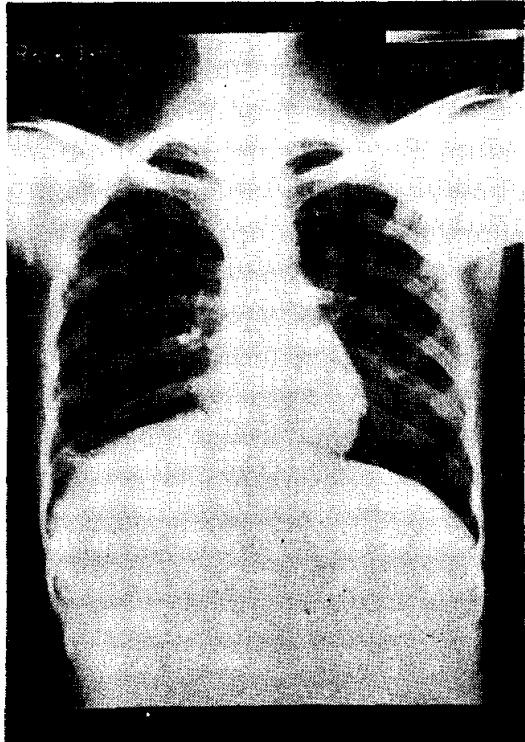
Post operative 18th day roentgenogram of Chest P-A.
